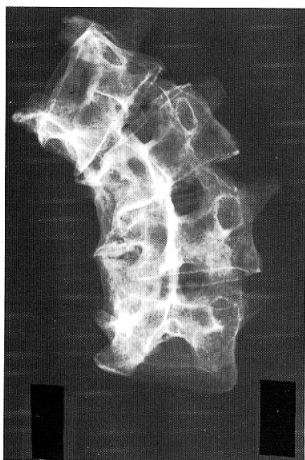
Bloc scoliotique médiéval (I.M.L. de Lyon). Radiographie* de face (53 KV 25 m AS) (distance 1 mètre)
